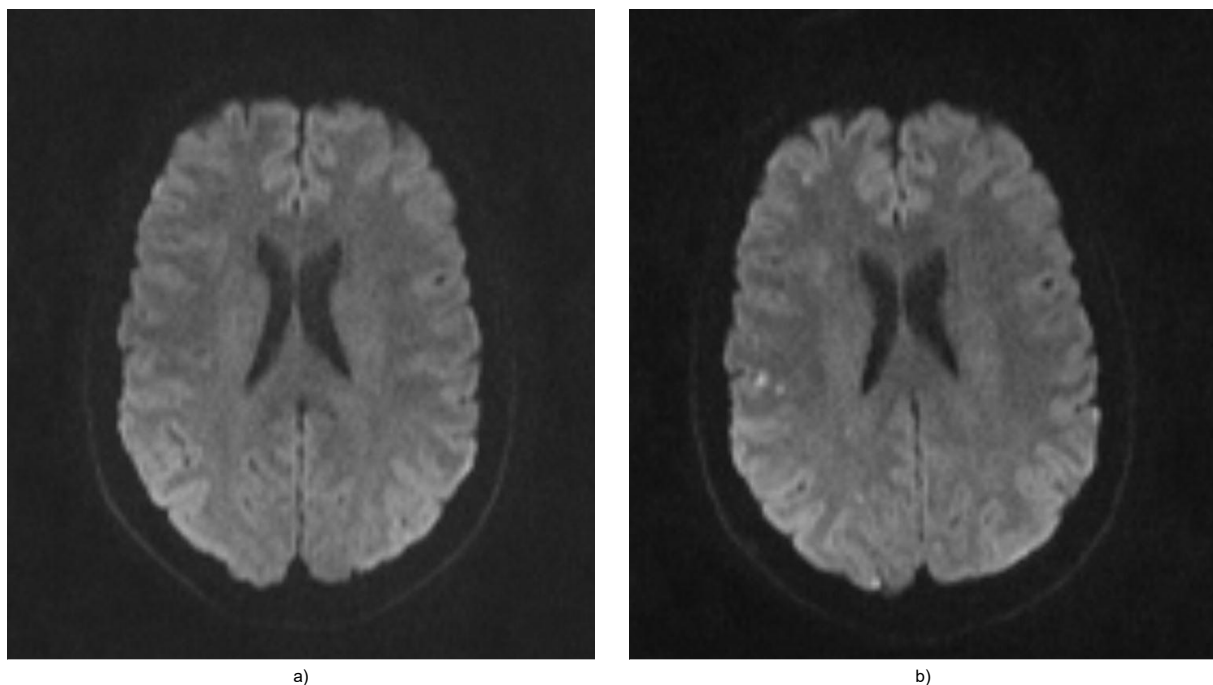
Diffusionsgewichtete Bildgebung im MRT a) präinterventionell b) postinterventionell: sichtbare Aufhellungen im Mediastromgebiet (rechts)
